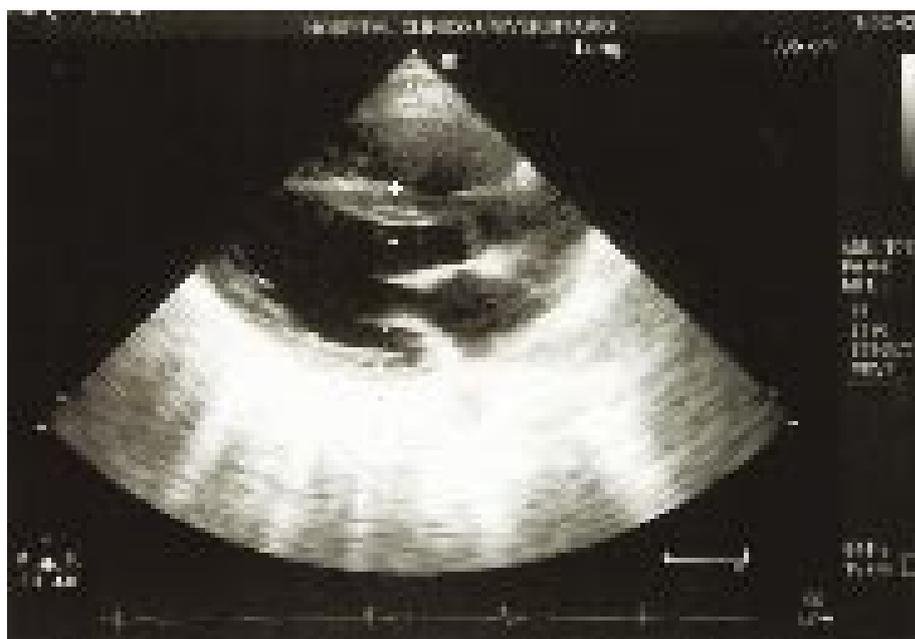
Fotografía extraída durante la realización de ecocardiograma: imagen en 2 dimensiones, plano paraesternal eje largo, para cálculo de dimensiones de ventrículo izquierdo.
